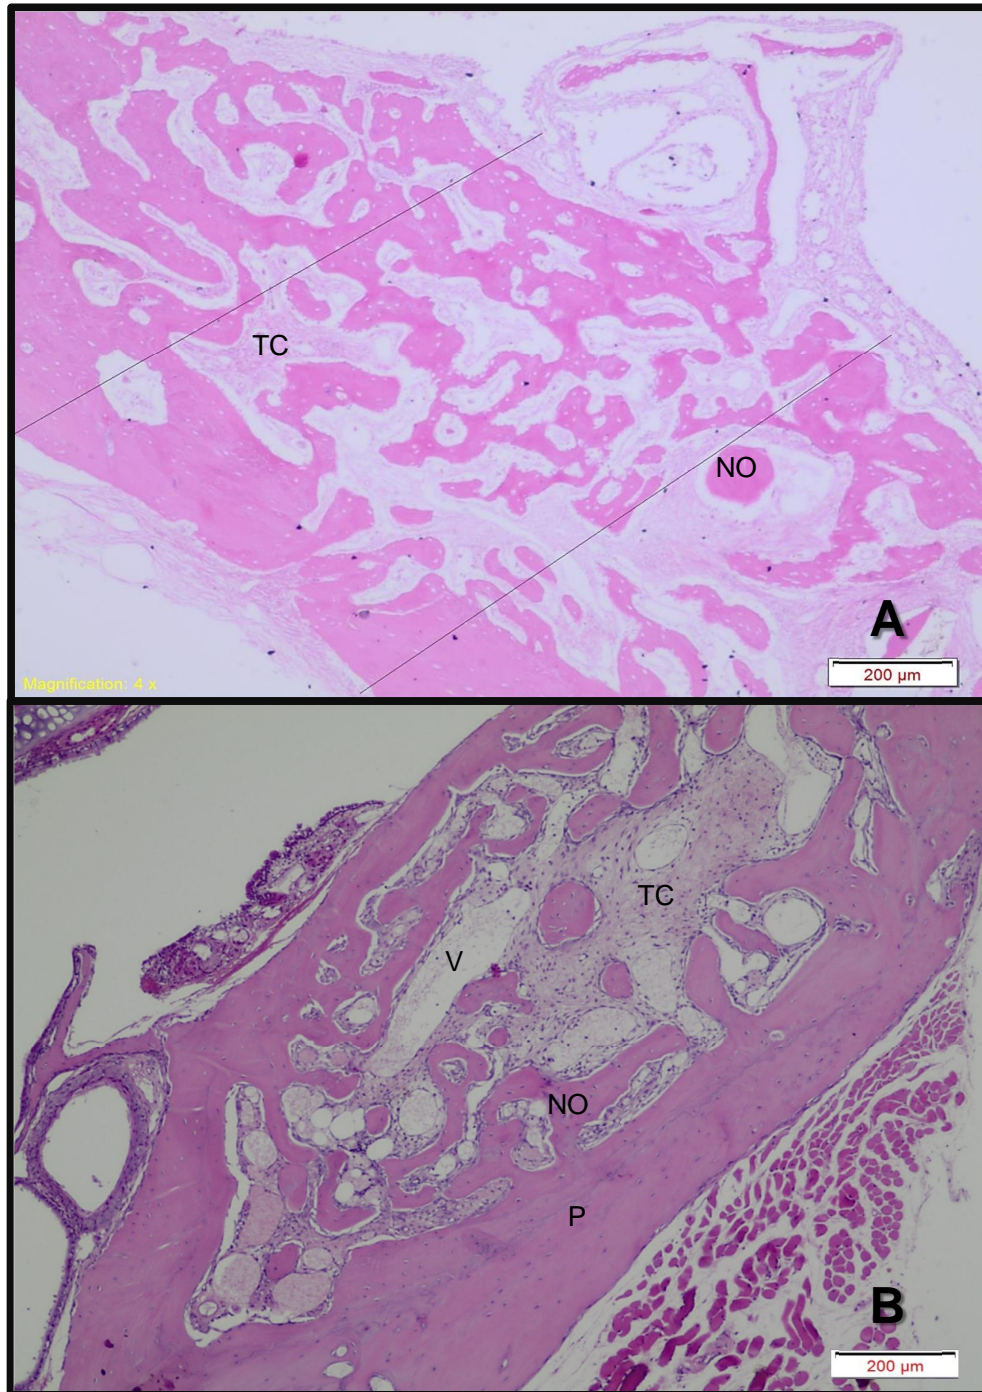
Grupo II períodos de 21 e 28 dias. A) Grupo II (21 dias), apresenta neoformação óssea (NO) dentro do alvéolo, além da presença de tecido conjuntivo (TC). B) No Grupo II (28 dias), o alvéolo está mais preenchido por tecido conjuntivo (TC) e com uma pequena neoformação óssea (NO) próxima as paredes do alvéolo (P). Coloração H.E. Fonte: Elaborado pela autora.
